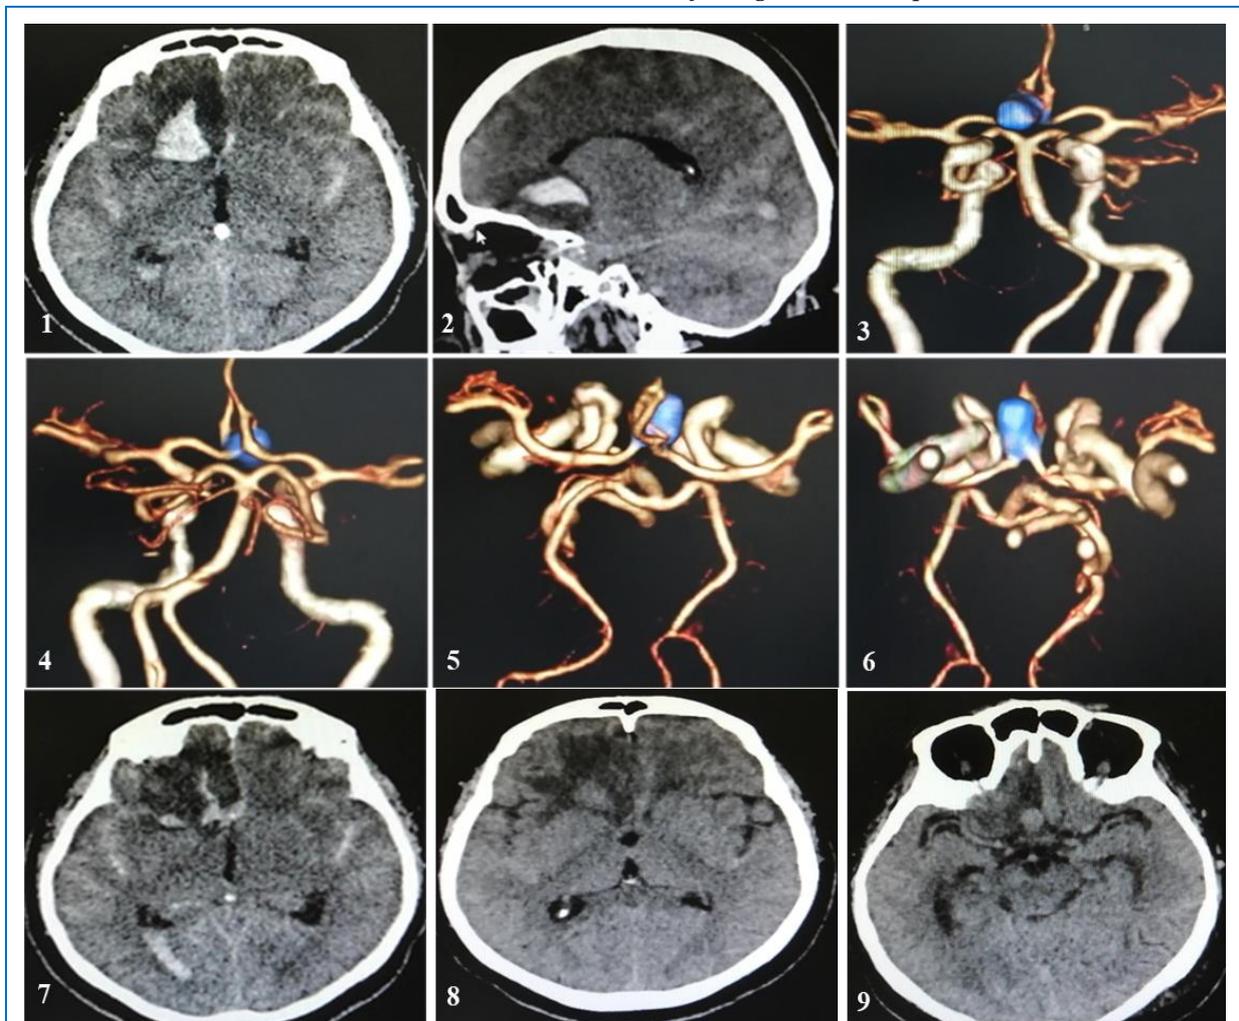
CASO 1: (1) TAC cerebral sin contraste en vista axial que muestra hematoma frontobasal derecho, hemorragia subaracnoidea y sangrado ventricular. (2) TAC cerebral en vista sagital que muestra hematoma frontobasal derecho y edema perilesional. (3, 4, 5 y 6) AngioTEM 3D que muestra dilatación aneurismática comunicante anterior en dirección anterior (color azul) en vista anterior, posterior y superior. (7, 8) TEM control en vista axial, 7 días después donde se aprecia hematoma frontobasal derecho en resolución e hipodensidad periférica subcortical, hemorragia subaracnoidea y sangre en ventrículo lateral derecho. (9) Dilatación aneurismática comunicante anterior con dirección anterior.
